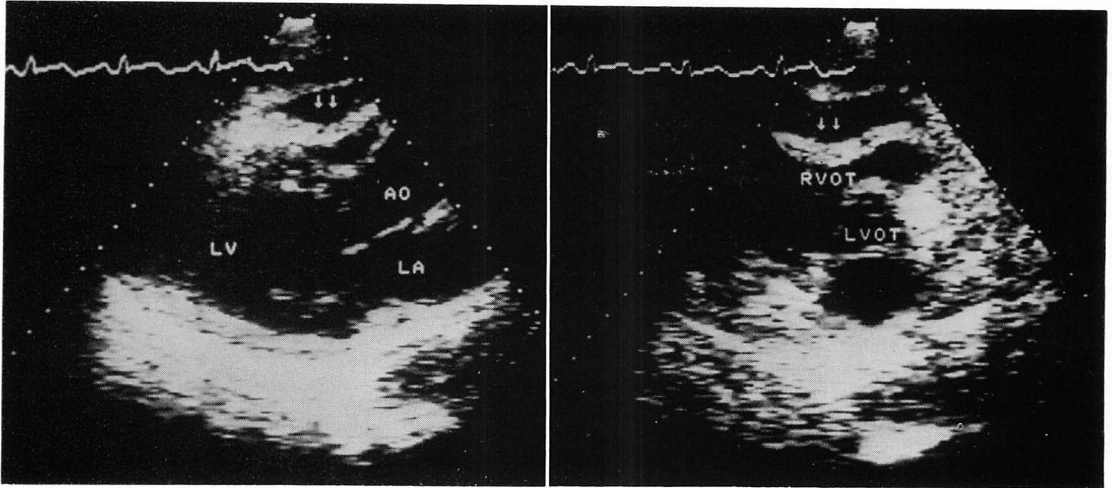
Two-dimensional echocardiograms of a patient with subacute cardiac rupture. Right ventricular collapse is seen in diastole (arrows).
